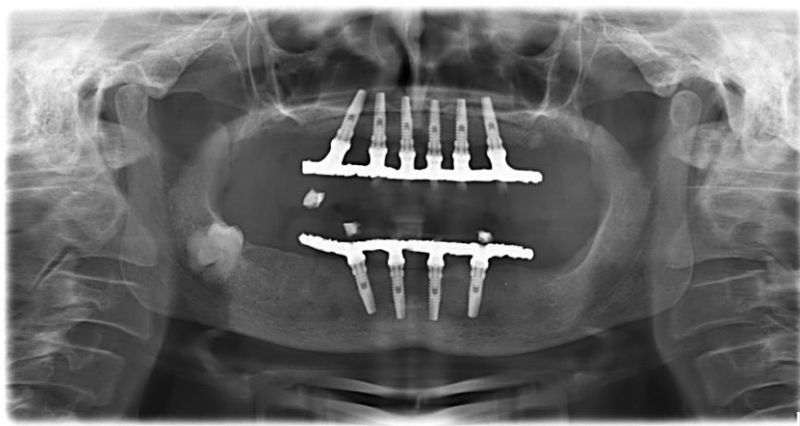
Radiografia Panorâmica após 18 meses de controle.
